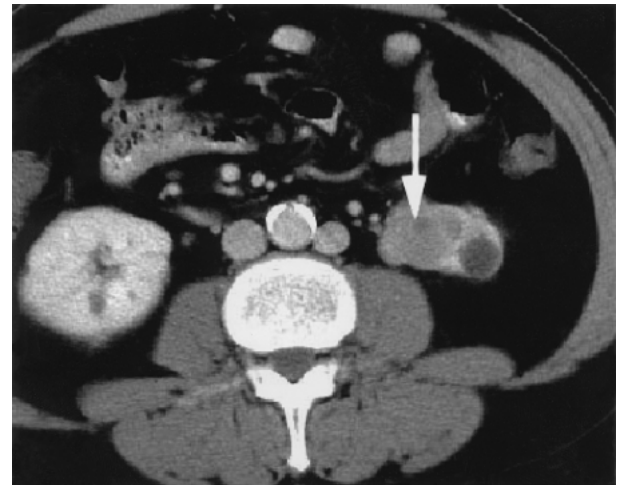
腹部 CT：左腎下極部に径 29 mm 大の充実性腫瘍あり。
